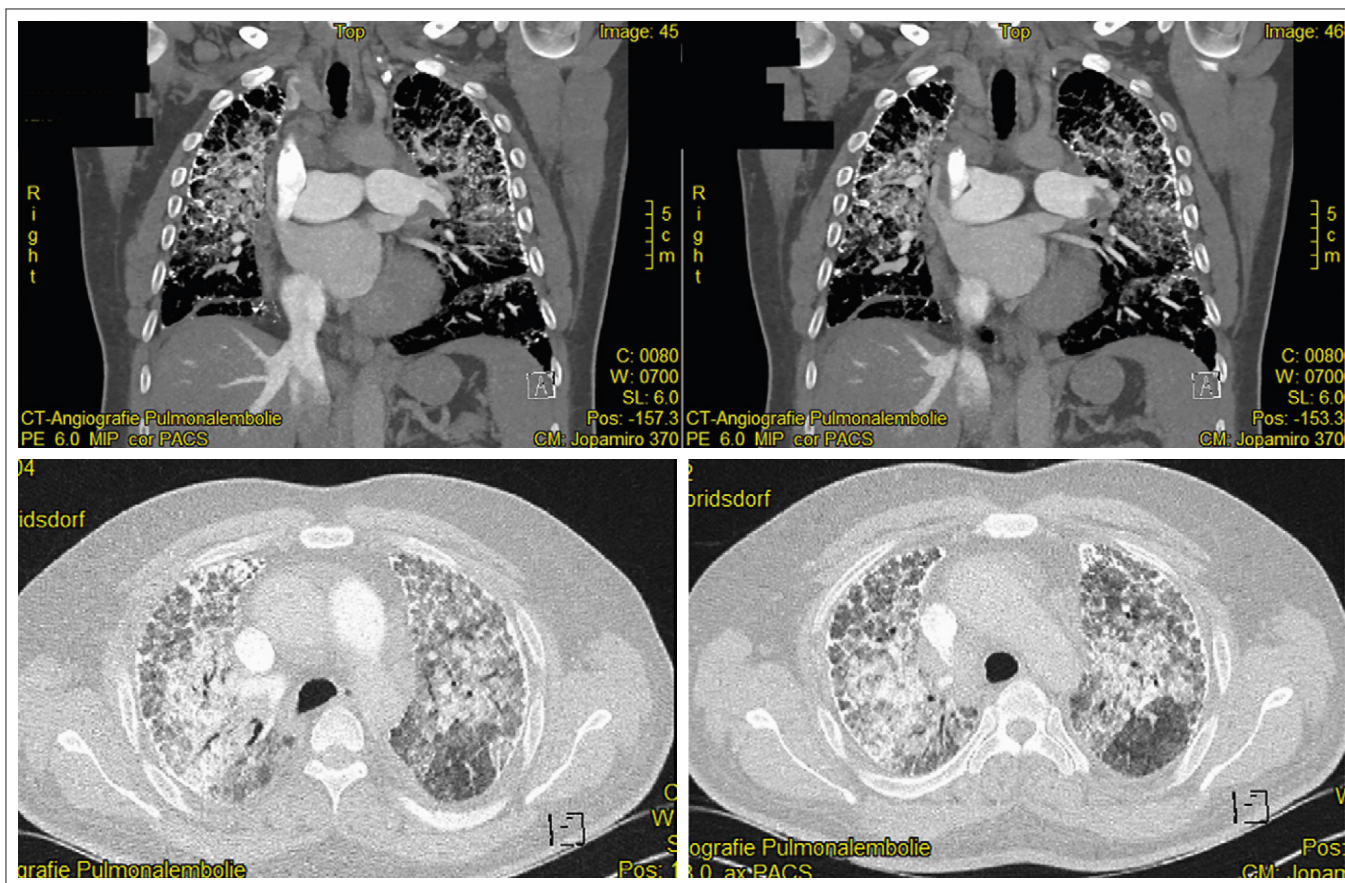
CT-Angiographie
